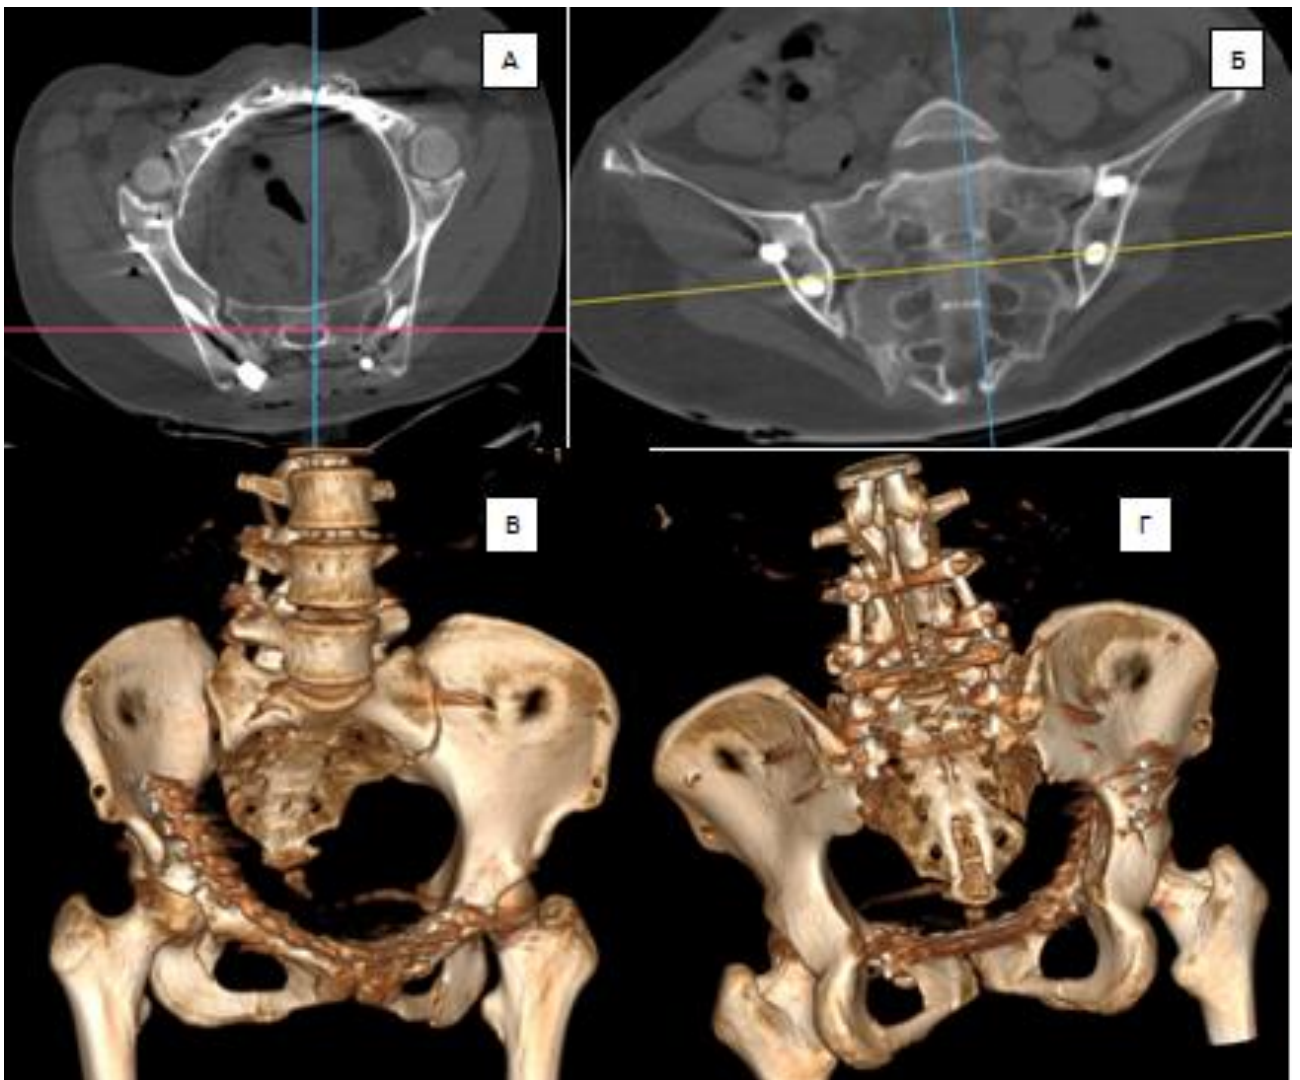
Рентгенотомограммы пациента В. 21 года после погружного остеосинтеза.
